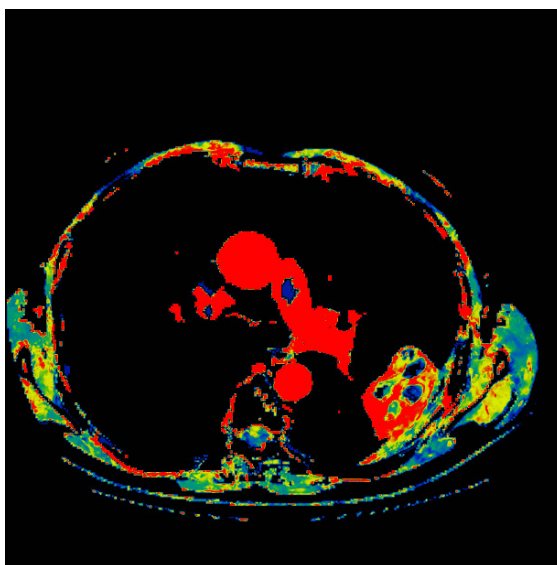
Перфузионная карта пациента с абсцессом легкого, отображающая скорость кровотока (BF)
